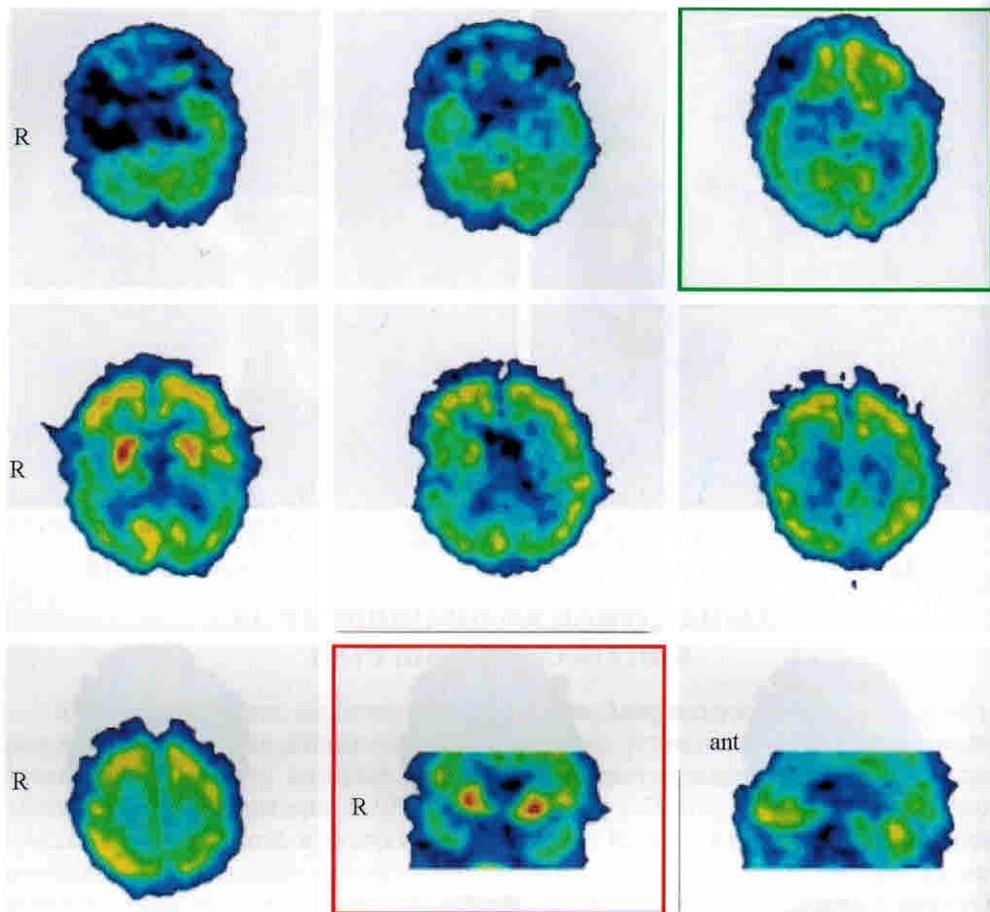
ПЭТ пациента У., 2 г.
